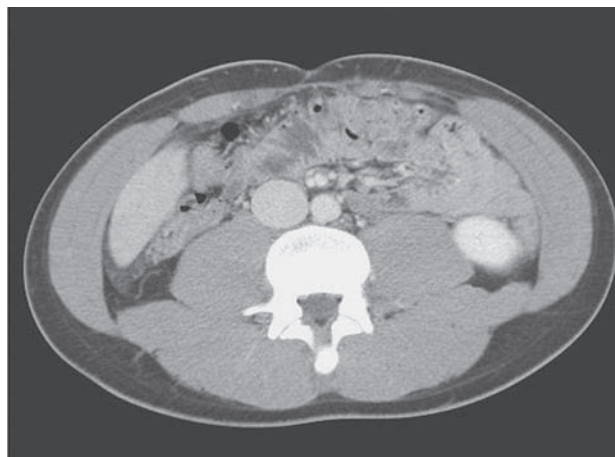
Na TC abdominal é evidente a hepatomegalia homogénea, numa altura de corte onde normalmente não se observa tecido hepático na ausência de ptose do fígado
